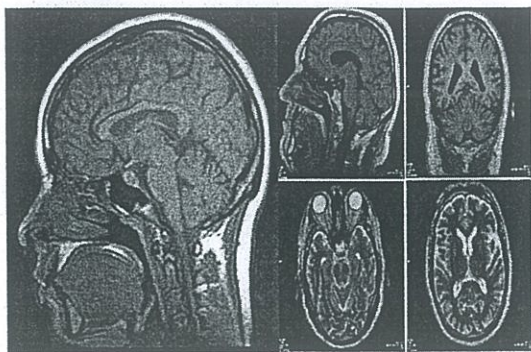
RMN después del tratamiento donde se ve franca disminución del prolactinoma.
